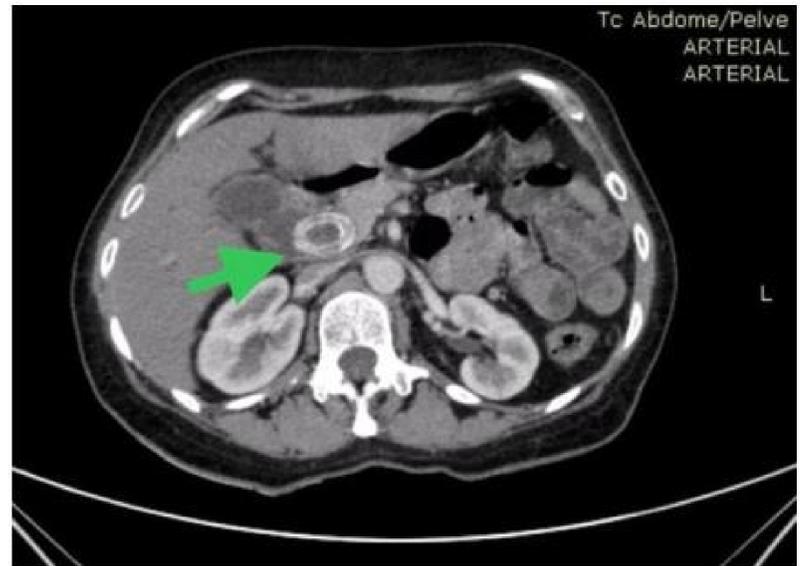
Tomografia computadorizada demonstrando fístula e compressão do hepatocolédoco.
